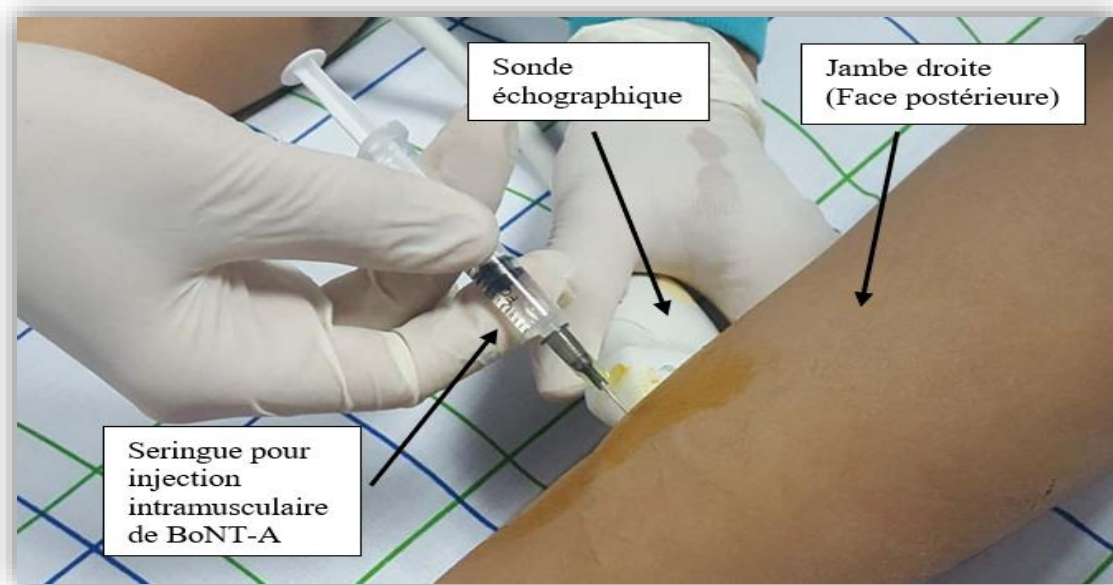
Injection intramusculaire de toxine botulinique de type A sous guidage échographique au niveau du membre inférieur, réalisée dans le cadre du traitement de la spasticité [45].
